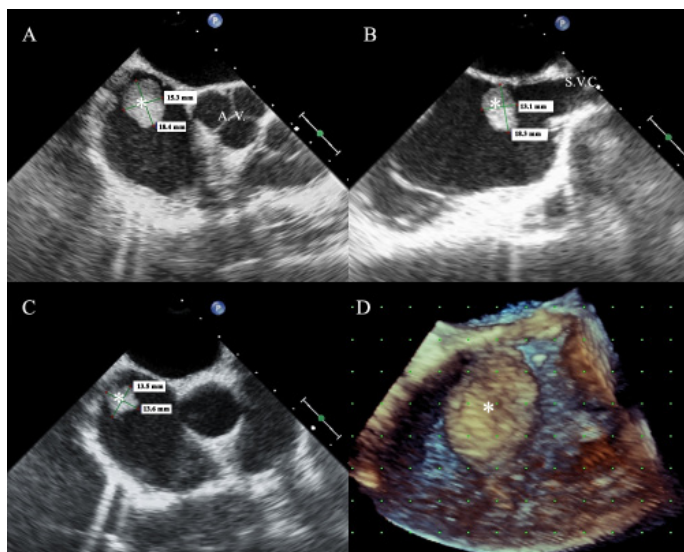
A Transesophageal echocardiogram (TEE) shows a mass (*) that was attached to the interatrial septum with a thin stalk. A, C- Images show the mass (15.3 x 18.4 mm) in the aortic short axis examination. (AV: Aortic valve) B- Image shows the mass (15.3 x 18.4 mm) in the bicaval axis examination. (SVC: Superior vena cava) D- 3D views of the TEE
